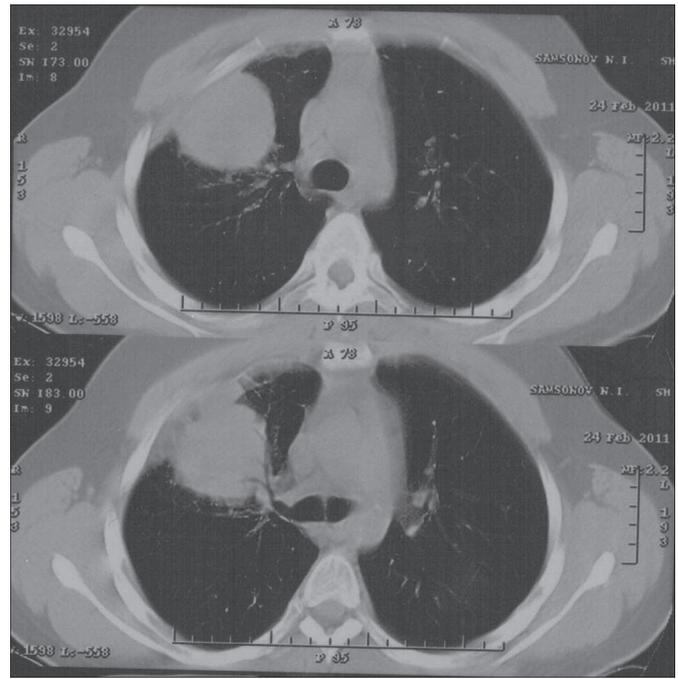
Компьютерная томограмма грудной клетки. Гранулема верхней доли правого легкого.
